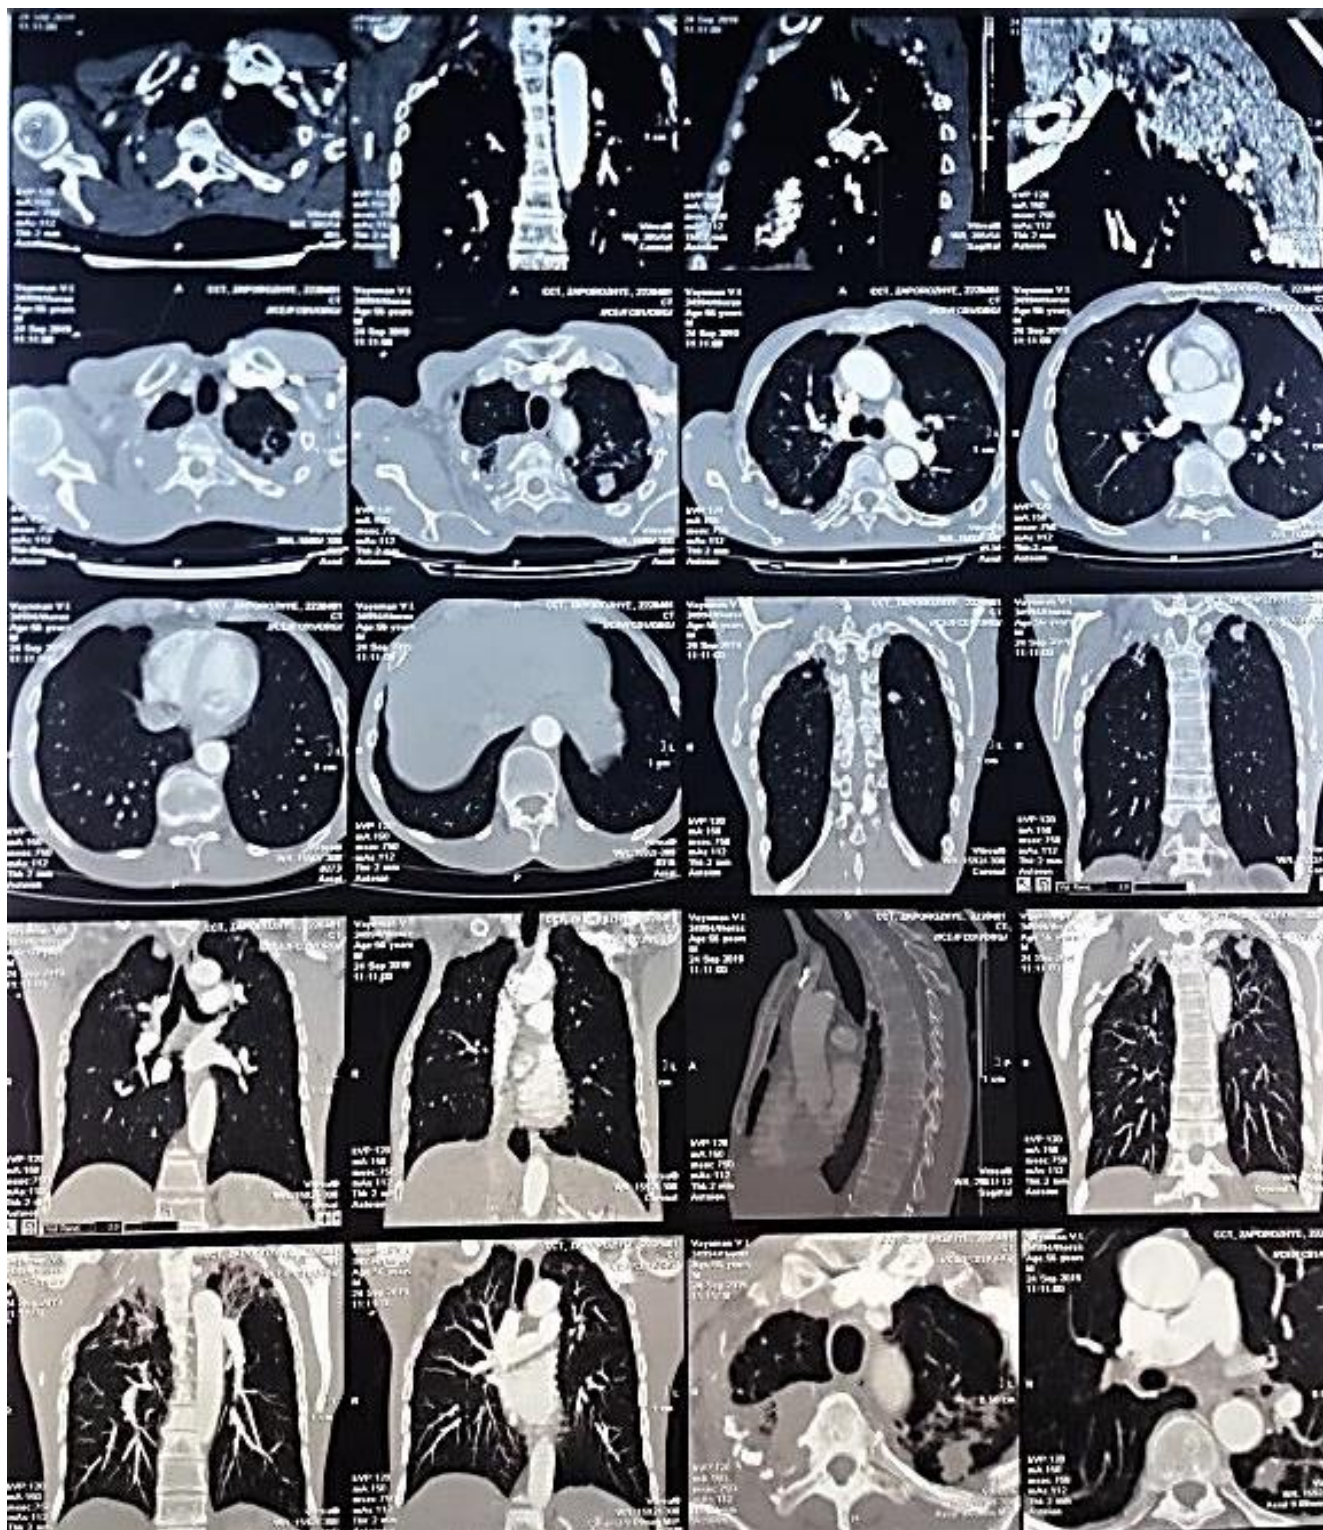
КТ ОГП (2019 рік)
